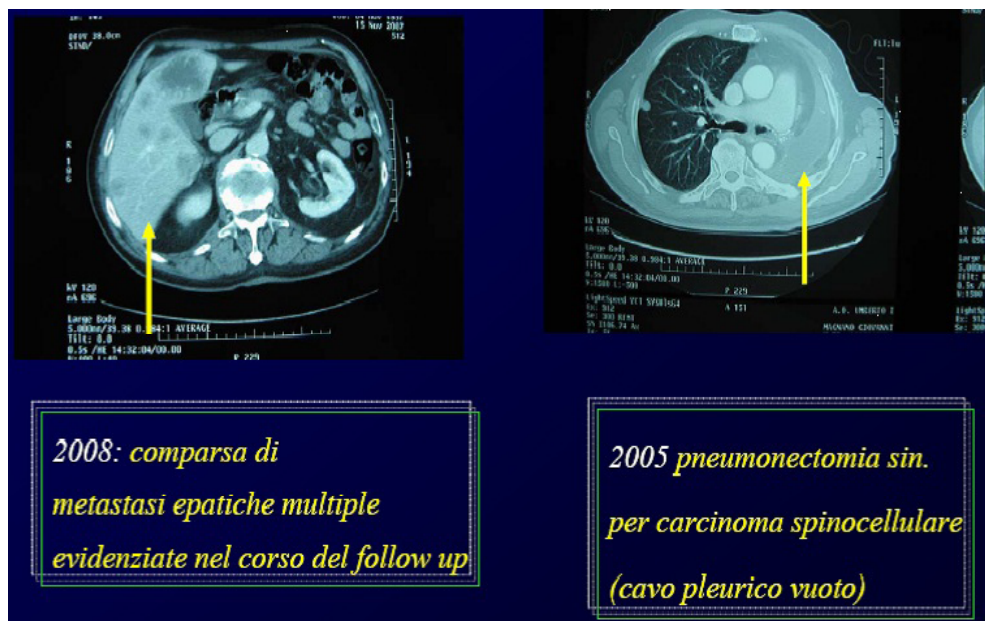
(Caso 2) - Immagini TC
